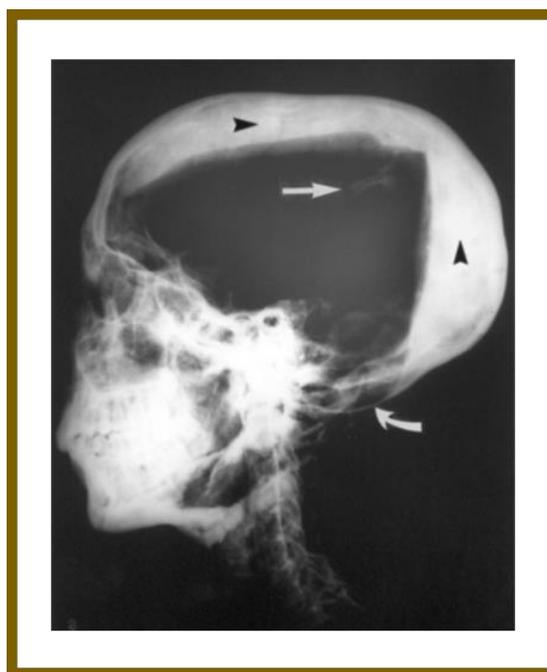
Radiografía simple proyección lateral de Tut-Anj-Amón. Puntas de flecha: resinas de embalsamamiento. Flecha recta: fragmento óseo. Flecha curva: adelgazamiento del diploe (96).
